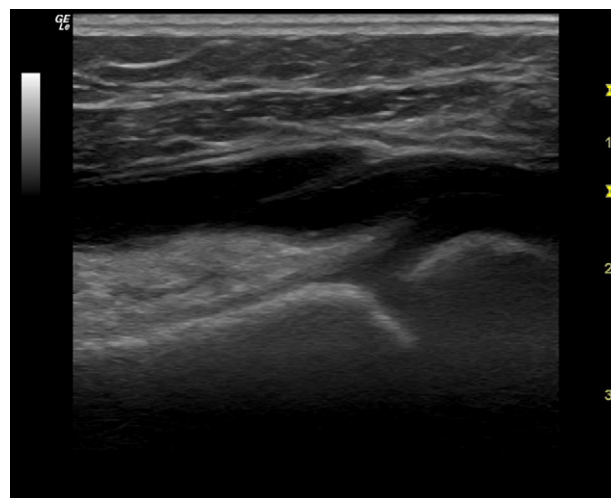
Ecografía de rodilla con derrame articular.
